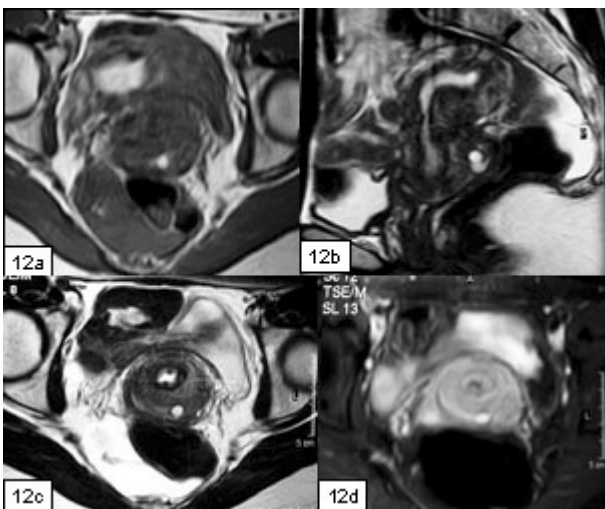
Mulher de 31 anos com endometriose da vagina. RM nas seqüências ponderadas em T1, no plano axial (12a); T2 sagital (12b) e axial (12c) e T1 com saturação de gordura e administração endovenosa de contraste (12d). Observa-se lesão hipointensa do fundo de saco posterior da vagina com dois focos com hipersinal (seta).
